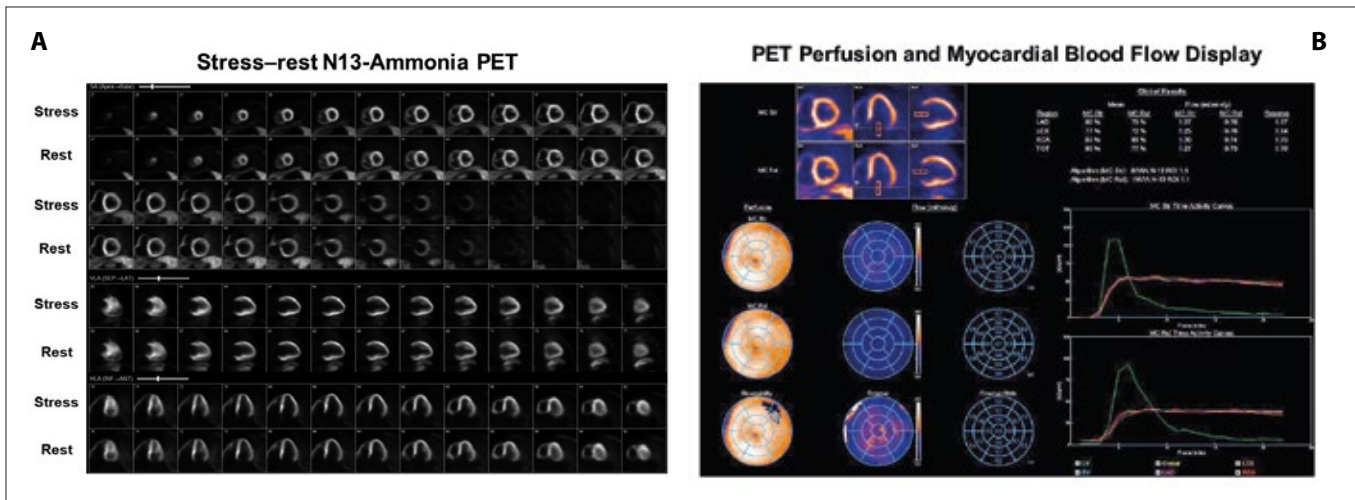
^{13}N -ammonia PET in the evaluation of CMD. Value of PET-determined hyperemic MBFs and MFR in the identification and characterization of CMD. A 65-year-old woman with recurrent chest pain and shortness of breath during daily activities. Cardiovascular risk profile with obesity (body mass index of 40 kg/m^2), dyslipidemia, and hypertension. (A): Regadenoson-stress and rest ^{13}N -ammonia PET/CT images in corresponding short-axis (top), vertical long-axis (middle), and horizontal long-axis (bottom) slices. On stress-images and rest perfusion images, there is homogenous radiotracer uptake of the left ventricle. Thus, no reversible radiotracer uptake to suggest regional ischemia and normal rest perfusion. Hemodynamically obstructive CAD lesions therefore can be widely ruled out. Gated peak-stress and rest PET images (not shown) demonstrated normal left ventricular size and wall motion associated with a left ventricular ejection fraction of 50% and 52%, respectively. (B): Display of quantitative MBF data unravel globally reduced hyperemic MBFs with only 1.29 mL/g/min (normal value $> 1.80 \text{ mL/g/min}$) and decreased MFR with 1.71 (normal value > 2.0) to signify moderately severe CMD that may reflect a functional substrate for reported anginal symptoms.
